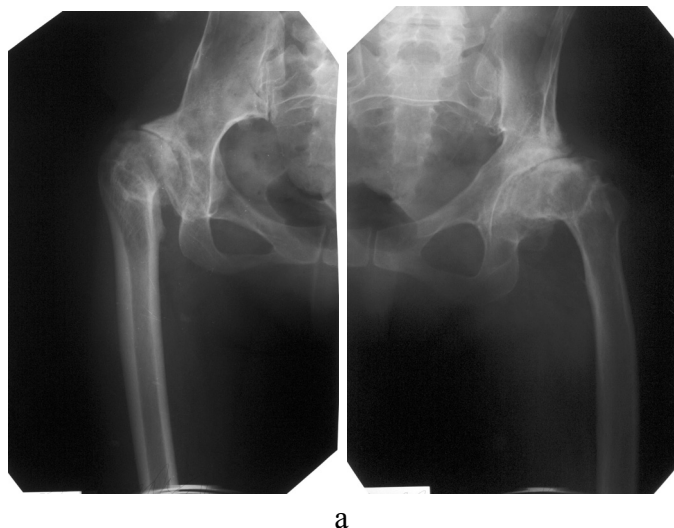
Рентгенограми хворих на диспластичний КА (а – швидка, б – повільна форма перебігу). А – розвиток з 17 річного віку. Відкрите вправлення звихів у 6 та 7 років, гіпертрофічний тип кісткоутворення. Б – розвиток з 66 річного віку, атрофічний тип кісткоутворення. Кістковидна перебудова головки лівої та правої стегнової кістки.
